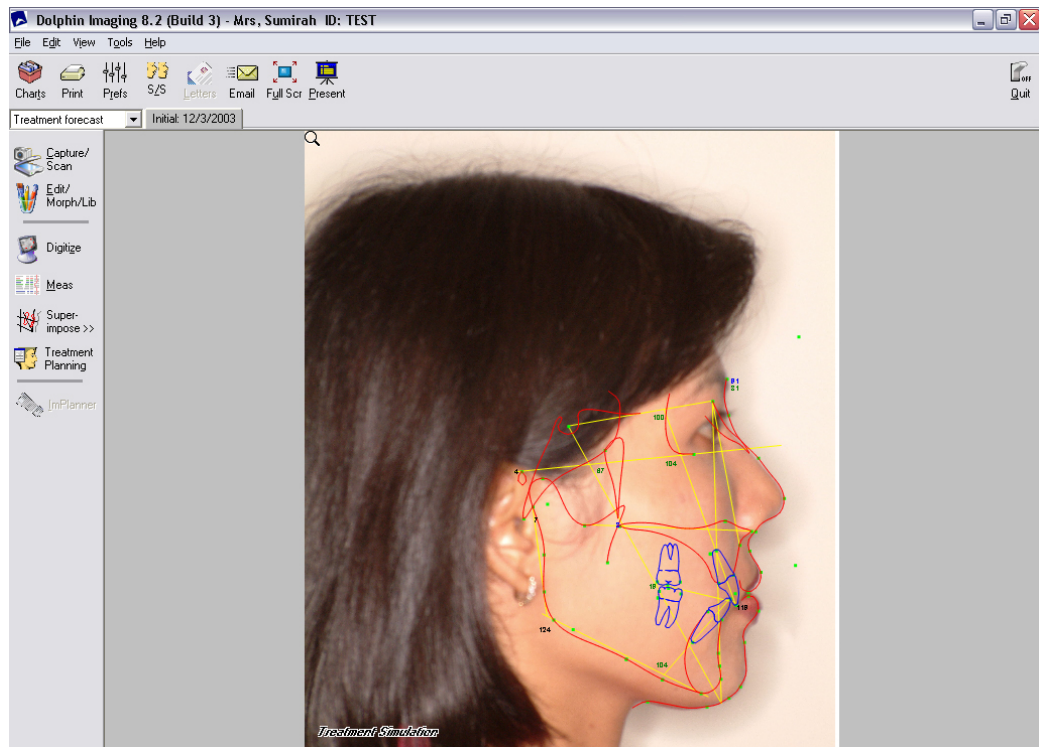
Superimposisi hasil penapakan foto Rontgen dan foto profil
